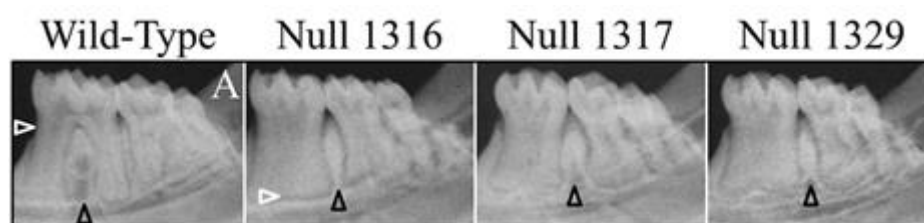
Clichés radiographiques montrant la morphologie de molaires mandibulaires non taurodontiques d'une souris sauvage (à gauche) et de molaires mandibulaires taurodontiques de souris knock-out où le gène WNT10A est désactivé (3 radiographies de droite) (334).
